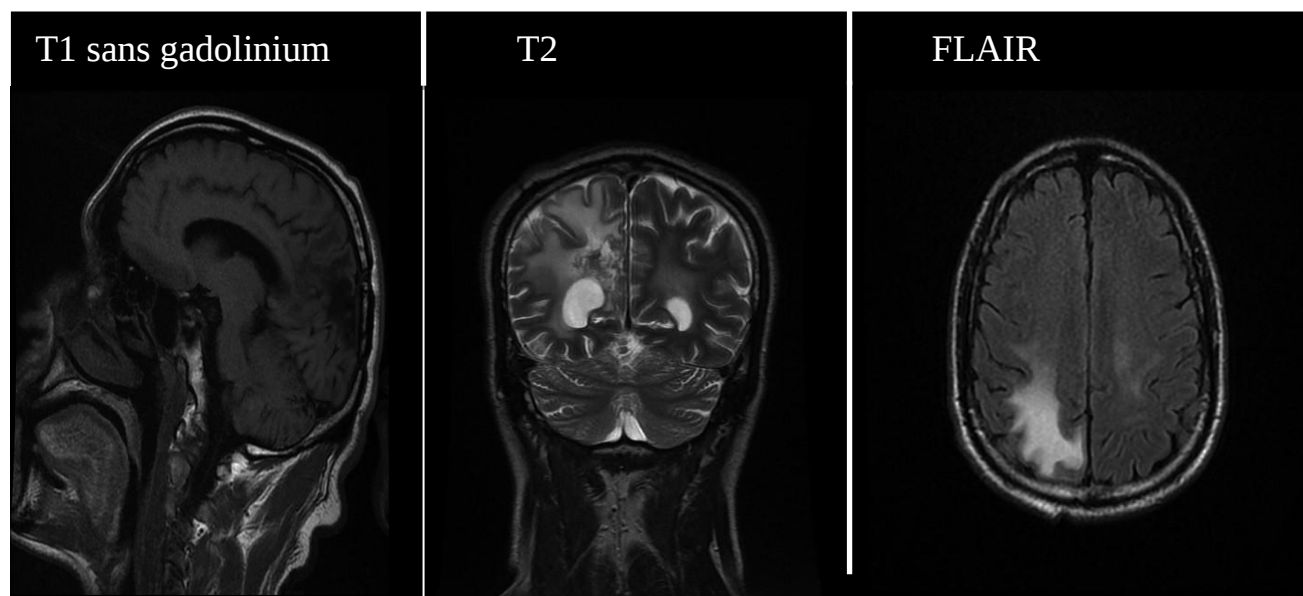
aspect du glioblastome en IRM
